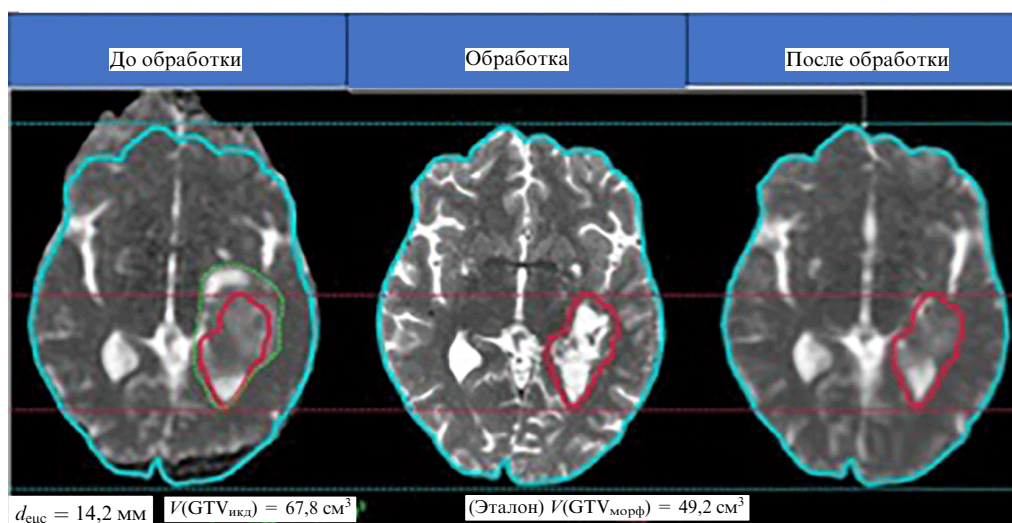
Пример обработки МРТ-изображения для радиотерапии опухоли головного мозга.
